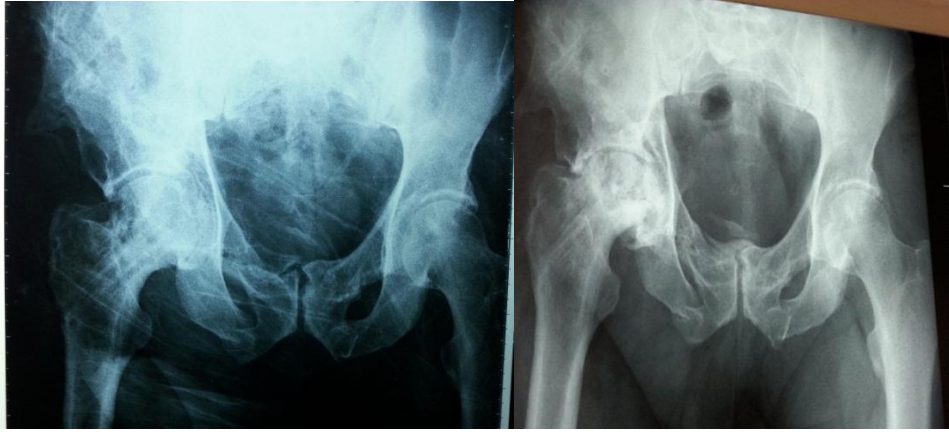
Preop radyografi ve BT görüntüsü
